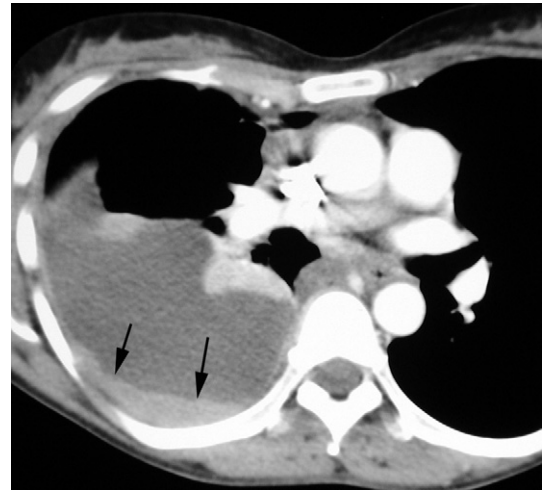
Métastases pleurales d'une tumeur de l'ovaire se présentant sous forme d'un épaississement de la plèvre pariétale postérieure hémithoracique droite (flèches) associé à un épanchement pleural liquidien. (Noter la similitude de l'aspect TDM avec la fig. 10-22.)
